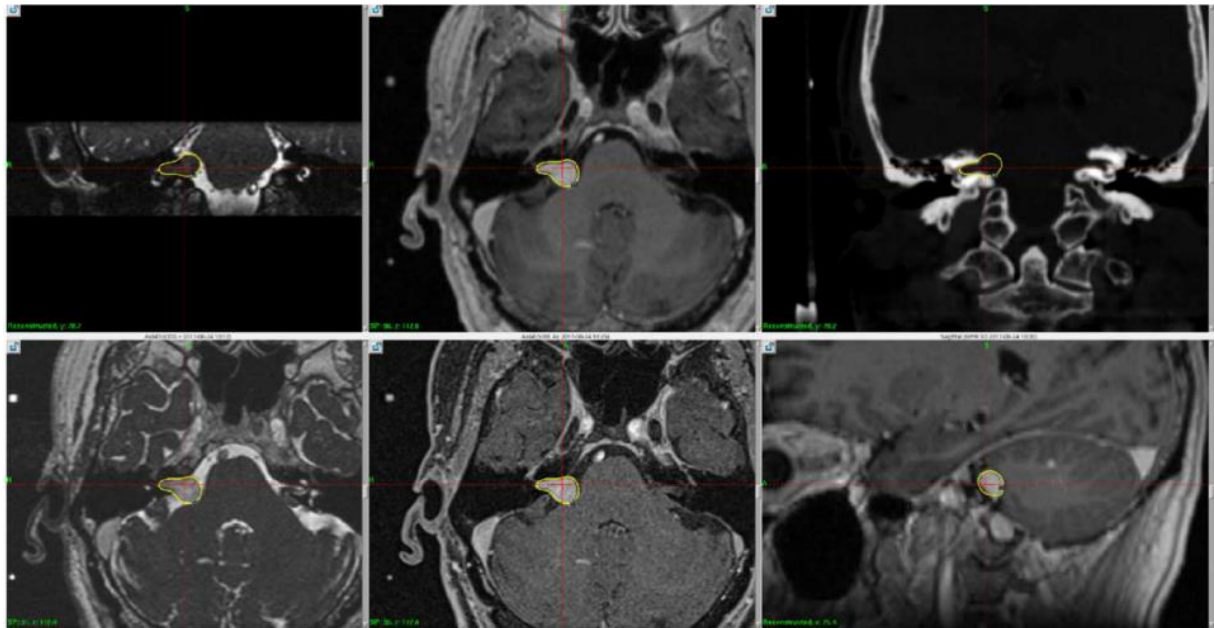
Dosimétrie d'un schwannome vestibulaire Koos II-III réalisée à partir d'un scanner stéréotaxique (en haut à droite) et d'une IRM utilisant les séquences suivantes : T1 volumique avec injection de contraste (au centre à droite et en bas à gauche), CISS avec (en bas à gauche) et sans injection (en haut à gauche), ainsi que la séquence avec saturation de graisse (au centre en bas)[34]
